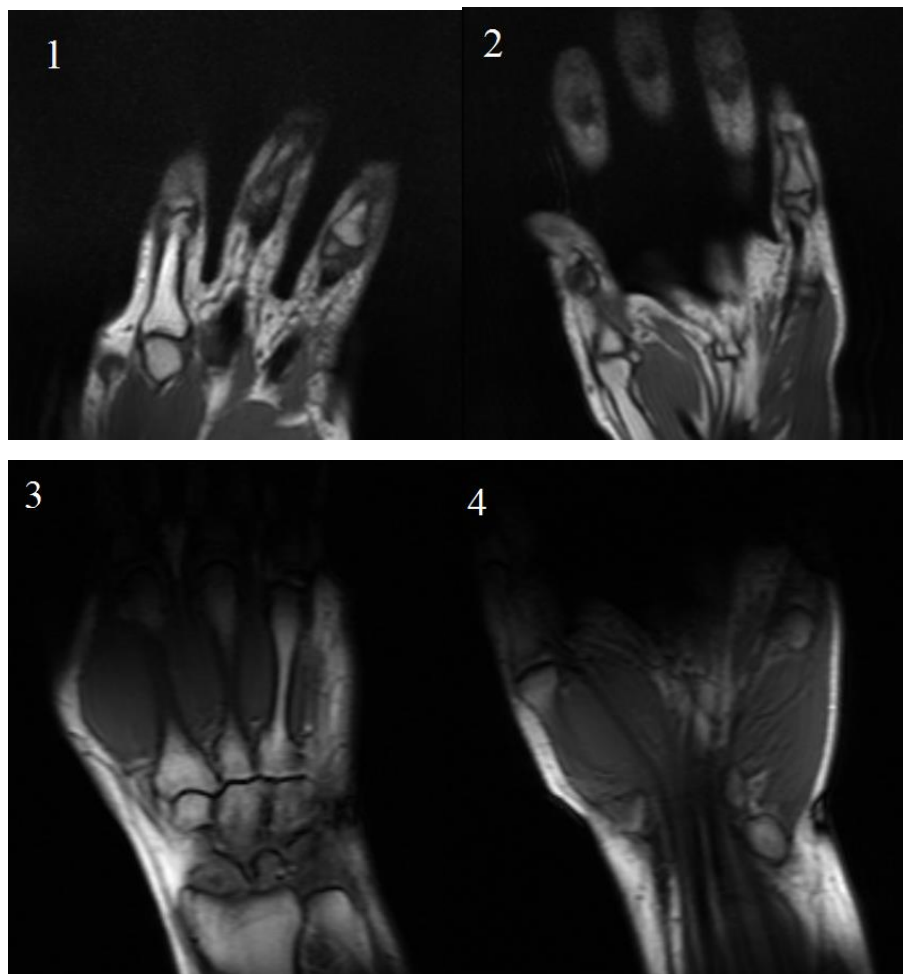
МР-томограммы кистей пациента К.
